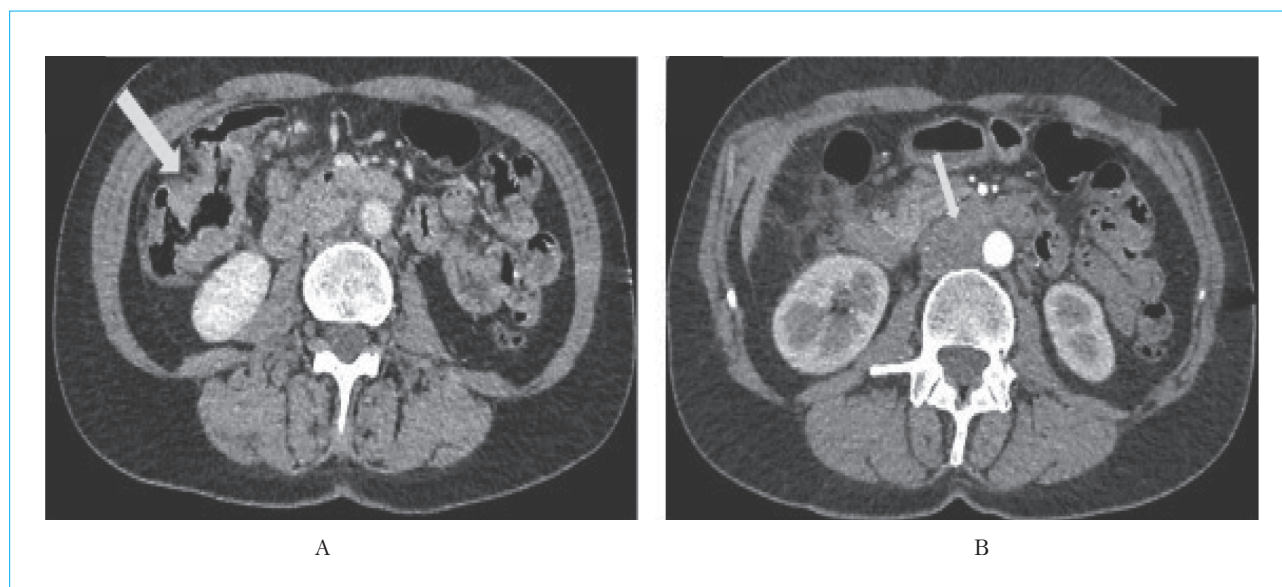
CT scan of the abdominal cavity of Patient M., 56 years old: formation of the hepatic curvature of the colon (A), lymphadenopathy (B). A — in the area of the hepatic curvature of the colon (at the bend, indicated by the arrow), a muff-like thickening of the walls up to 12 mm with a total length of about 90 mm is noted; the intestinal lumen is moderately narrowed; the surrounding tissue is infiltrated, compacted, paracolic lymph nodes up to 9 mm in size along the short axis; medial from the formation along the mesentery, a node measuring 24 × 28 mm with pronounced contrast was noted. B — enlargement of the retroperitoneal lymph nodes: para-aortic lymph nodes on the left (indicated by the arrow) measuring 15 × 22 mm (infrarenal), 12 × 10 mm (suprarenal), interaortocaval up to 16 × 20 mm, retrocaval — conglomerates measuring up to 32 × 22 mm with moderate compression of the inferior vena cava
